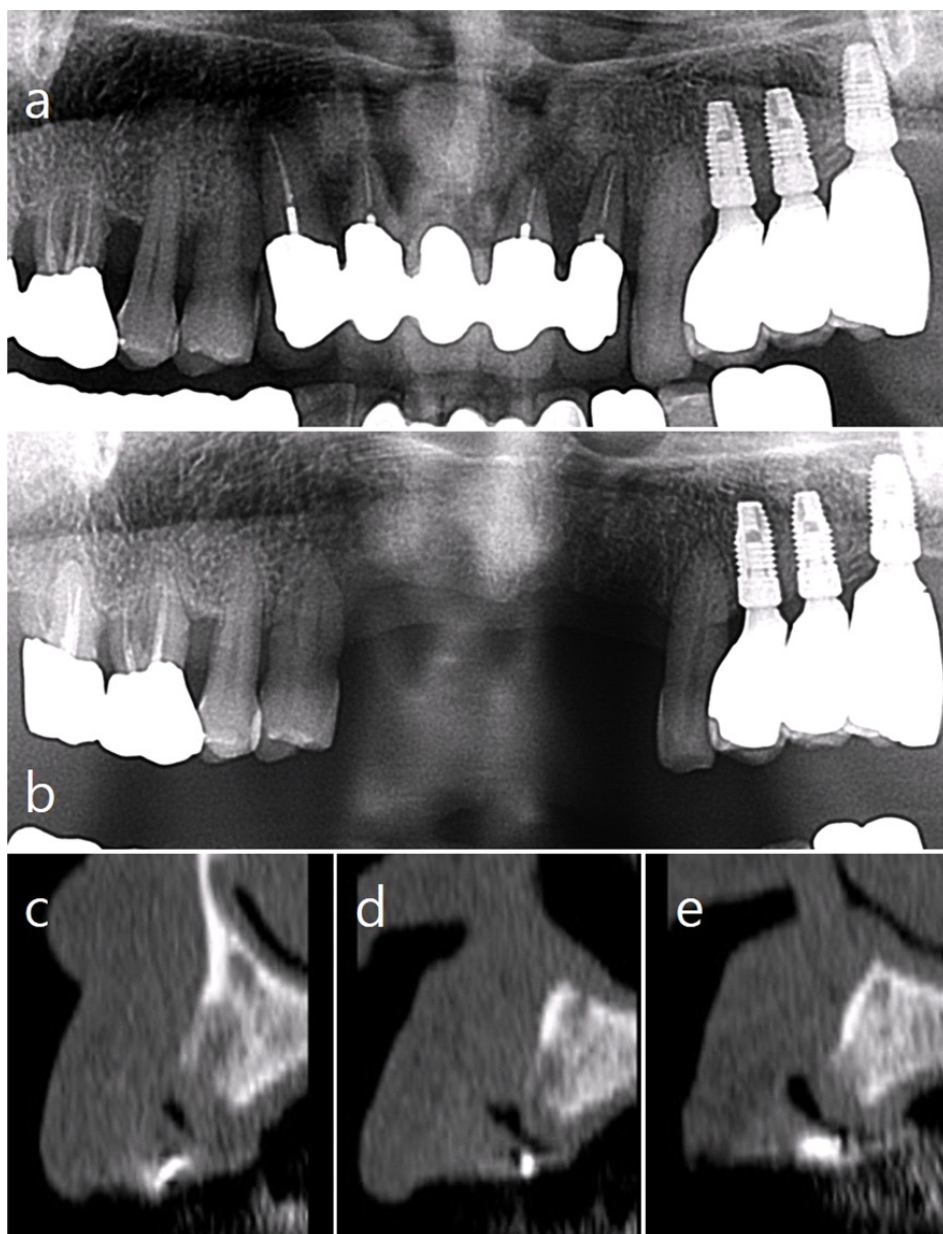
Preoperative radiographs. (a) Before extraction of anterior teeth, (b) After extraction of anterior teeth, (c~e) Cross sectional cone-beam CT images of #13, #12, #22, serially.
